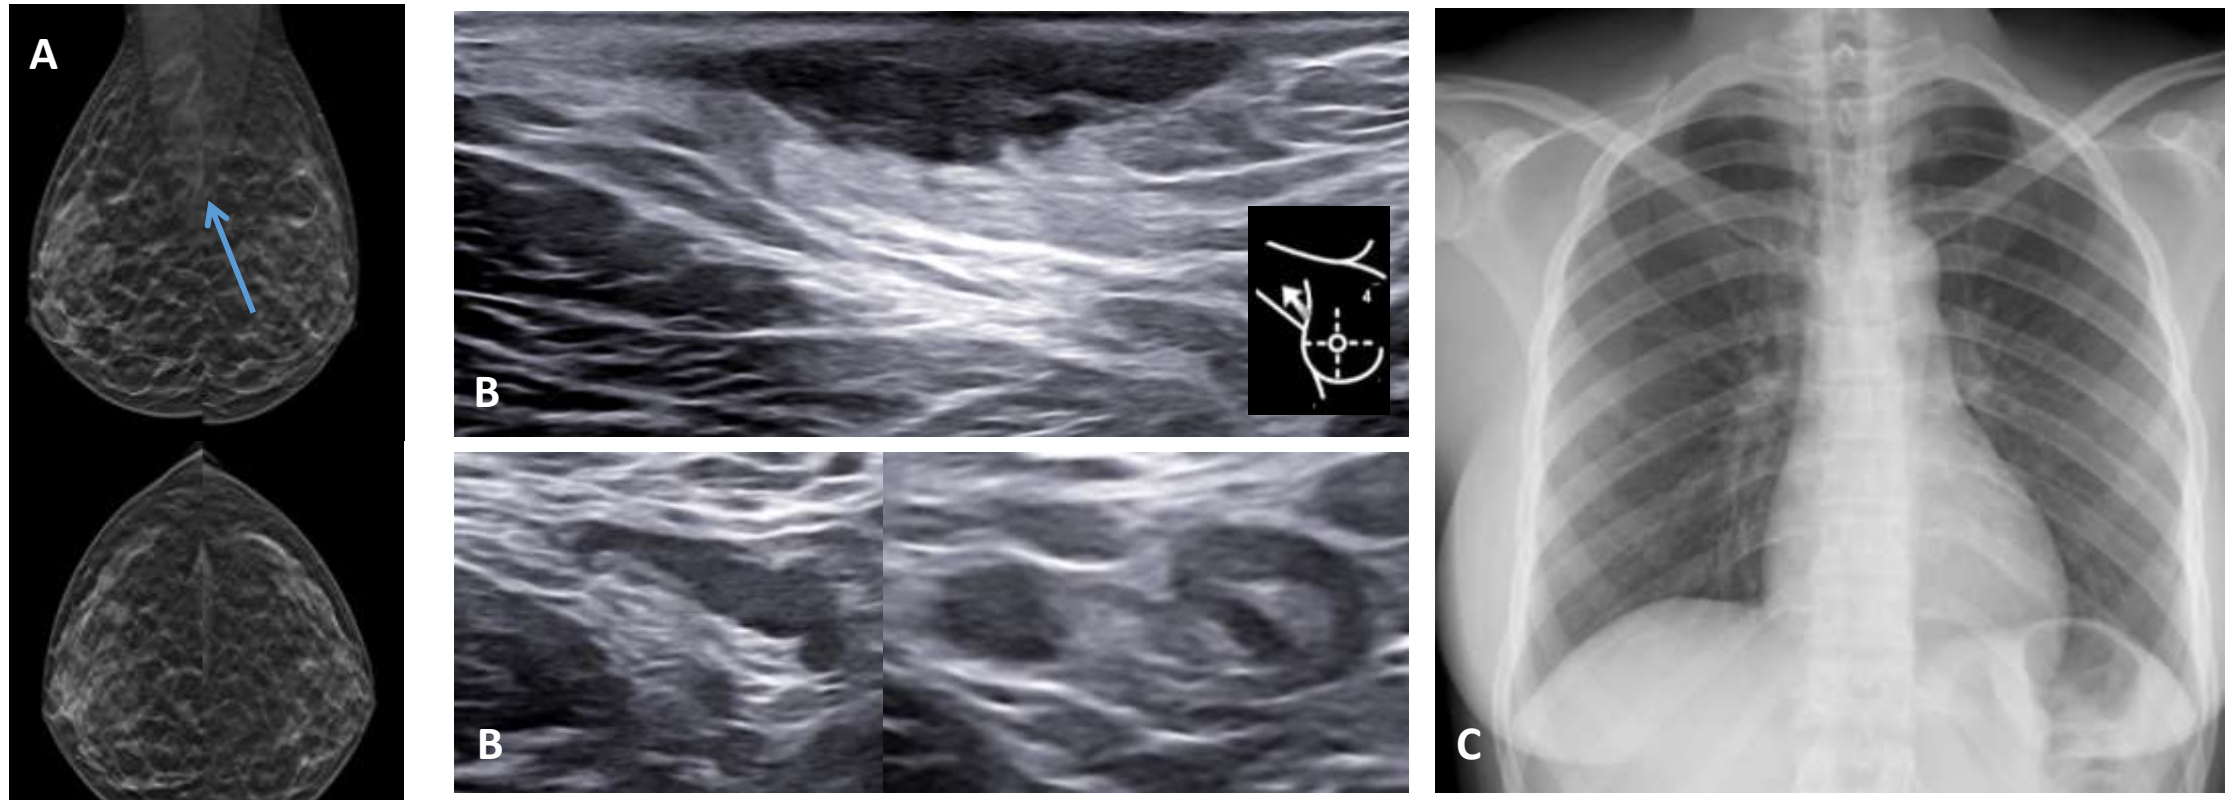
Mujer de 40 años que acude por supuración de tumoración en región axilar y Mantoux positivo. A) Mamografía con tomosíntesis: sin alteraciones significativas en la mama y asimetría axilar derecha. B) Ecografía mamaria: área heterogénea de 2 cm en la dermis/tejido celular subcutáneo de la región axilar derecha compatible con colección parcialmente drenada. Asocia adenopatías de aspecto reactivo. Dado el contexto clínico se realiza toma de muestras que descartaron TBC. C) Rx de tórax sin hallazgos significativos.
